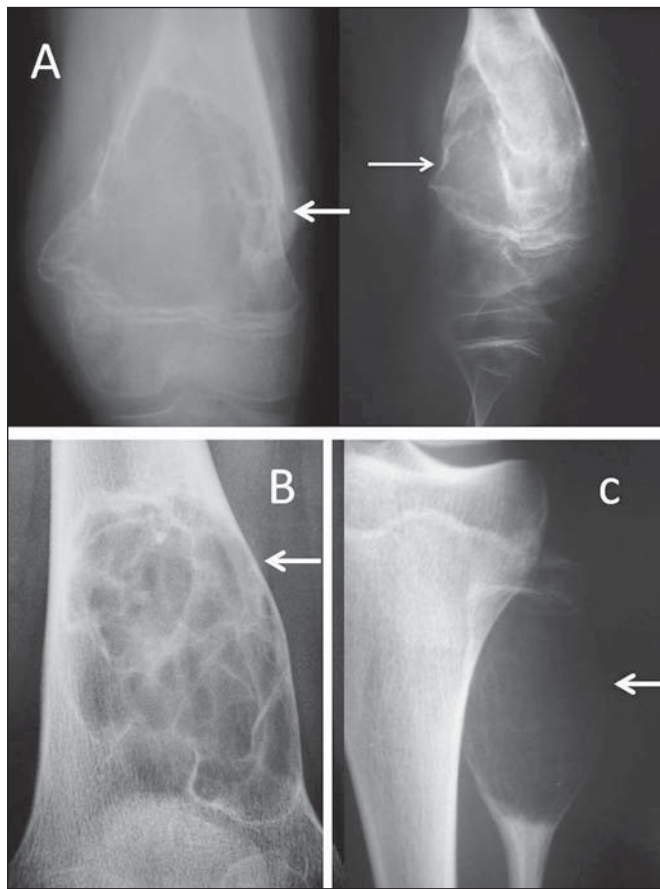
A: Radiografia simples de joelho esquerdo em incidência anteroposterior e perfil de um escolar do sexo masculino com dor no joelho. Observa-se extensa lesão lítica, cêntrica e metafisária que insufla a cortical, de contornos definidos, zona de transição curta, com halo de esclerose adjacente e traves fibrosas intralesionais, compatível com cisto ósseo simples. Há presença de fratura com formação de calo ósseo (setas). B: Radiografia simples de joelho direito de um escolar mostra os mesmos achados radiológicos, compatíveis com cisto ósseo simples. Em C observa-se lesão extremamente insuflativa, lítica, metafisária, com zona de transição curta, sem halo de esclerose, com discretas traves intralesionais, e que não invade a placa de crescimento, localizada no terço proximal da fibula esquerda (seta) de um adolescente com dor no joelho. Os achados são característicos de cisto ósseo aneurismático.
